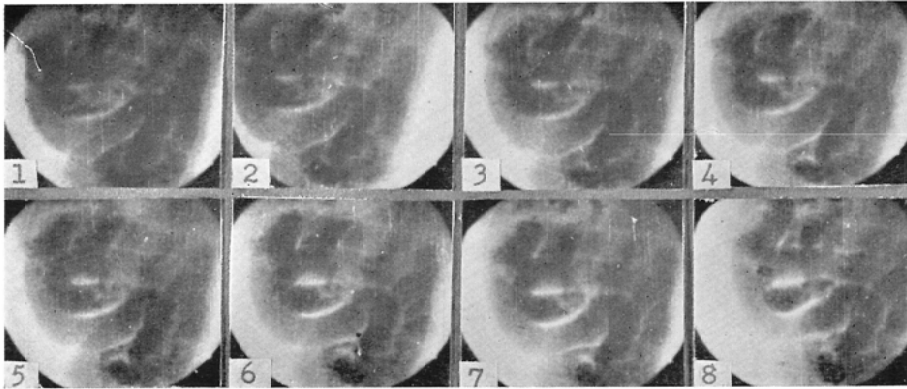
の(8) 閉塞後50時間における閉塞上部小腸X線像。拡張弛緩の状態にある腸管像は42時間とほとんど同様で、全く運動を認め得ず。ただ左側の頭側腸締係は点状陰影として認められなお活発に振子様移動をしている。
